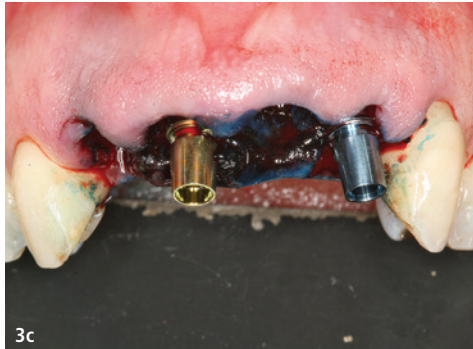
Durch ein weiteres Frontzahntrauma geschädigte Zähne 12–22. – Abb. 3b: Planung für Sofortimplantation in der Oberkieferfront (SICAT Implant 2.0, SICAT) nach Anfertigung eines DVTs (Galileos, Dentsply Sirona). – Abb. 3c: Insertion von zwei Implantaten unterschiedlichen Durchmessers je nach Zahnposition ($\varnothing 3,8$ und $\varnothing 3,4$; Xive S, Dentsply Sirona). – Abb. 3d: Eingegliederte Hybridabutments aus Titanbasis und gesinterter ZrO-Keramik-Mesostruktur (TiBase mit inCoris Zr-Block, Dentsply Sirona). – Abb. 3e: Röntgenkontrolle nach Eingliederung der Suprastruktur. – Abb. 3f: Kontrolle vier Jahre nach Eingliederung mit symmetrischer Gestaltung der Kronen und stabilem Weichgewebe. – Abb. 3g: Ästhetische Rekonstruktion durch Extensionsbrücke auf zwei Implantaten. – Abb. 3h: Stabiles Knochenniveau an den Implantaten vier Jahre nach Belastung.
